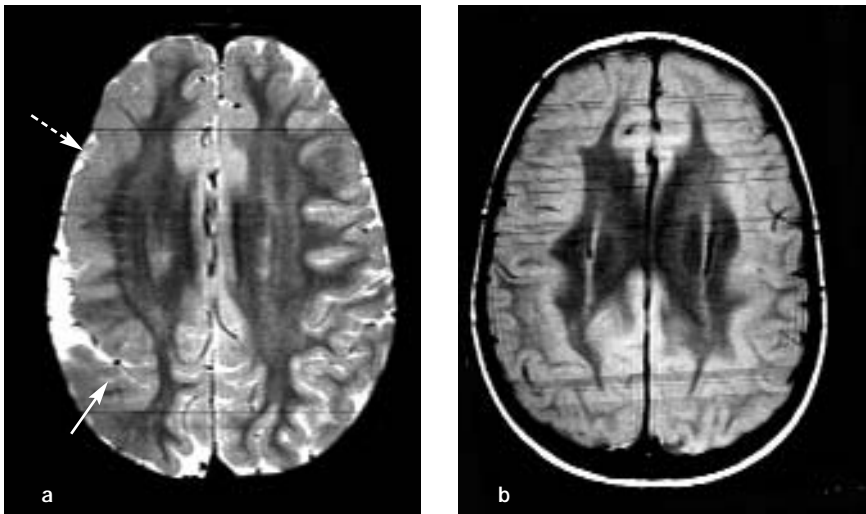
Due casi di epilessia farmacoresistente con alterazione della migrazione neuronale e della girazione della corteccia, documentata dalla RMN. a) quadro di lissencefalia (freccia continua) associata a pachigiria (freccia tratteggiata), a carico dell'emisfero destro; b) quadro di "sindrome della doppia corteccia" (eterotropia subcorticale a banda), associata al gene X LIS, mappato in xp22,3-q23.
